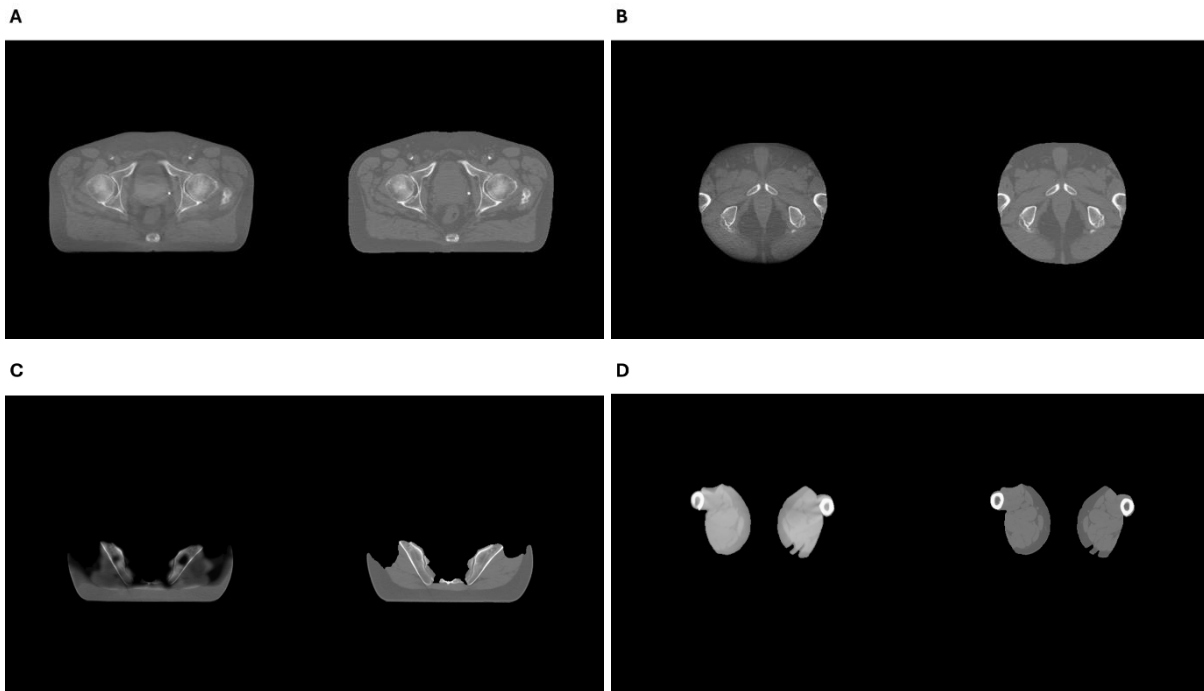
Esempio di immagini in output dal processo di estrazione delle immagini: l'oggetto a sinistra è la scansione CBCT, l'oggetto a destra la scansione CT. A. FOV completo. B. FOV ridotto. C. Immagine parzialmente ricostruita ad inizio volume. D. Immagine parzialmente ricostruita a fine volume
